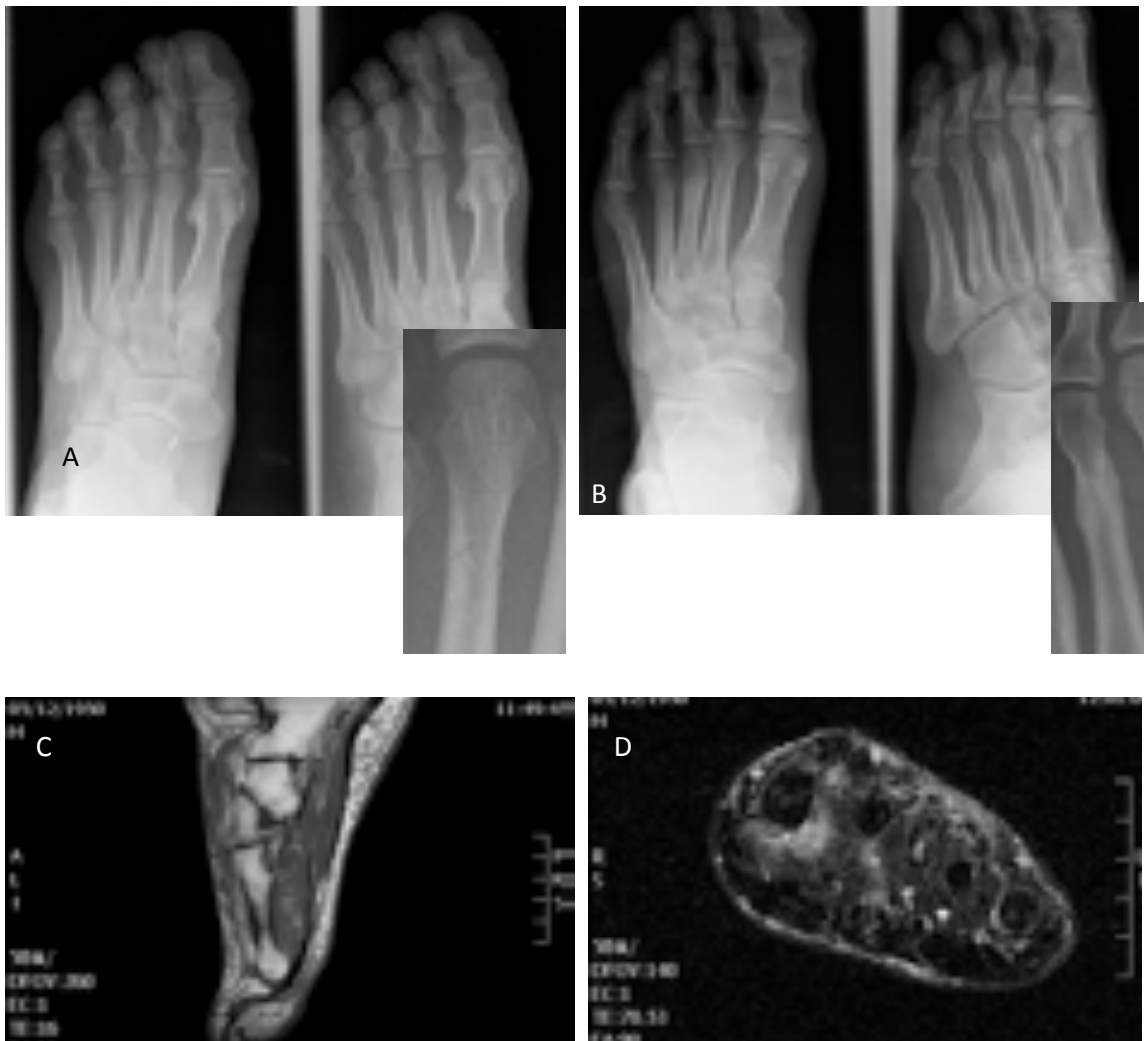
Pequeña línea de pérdida de densidad y discreto desplazamiento de fragmentos del 3er metatarsiano en RX A-P y oblicua (A), que muestran reacción perióstica en la RX (B) (ver RX ampliadas en recuadro inferior), y en RM realizadas 4 meses más tarde, además de edema de médula ósea en ésta última técnica. Cortes sagital T1(C) y axial T2 con supresión grasa (D).
